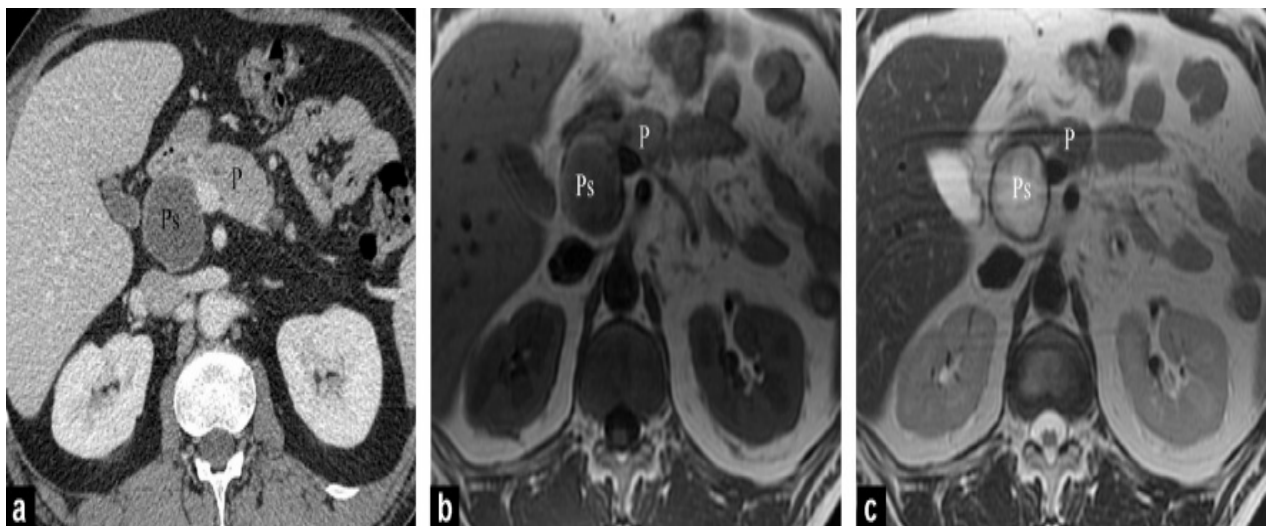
[154] : Faux kyste pancréatique (Ps) avec des calculs biliaires. Des images réalisées par TDM axiale (a), IRM pondérée en T1 (b) et pondérée en T2 (c), obtenues 6 semaines après la survenue d'une crise aiguë, révèlent un épanchement liquidien homogène et bien défini (Ps) dans une capsule fibreuse (P : pancréas).
